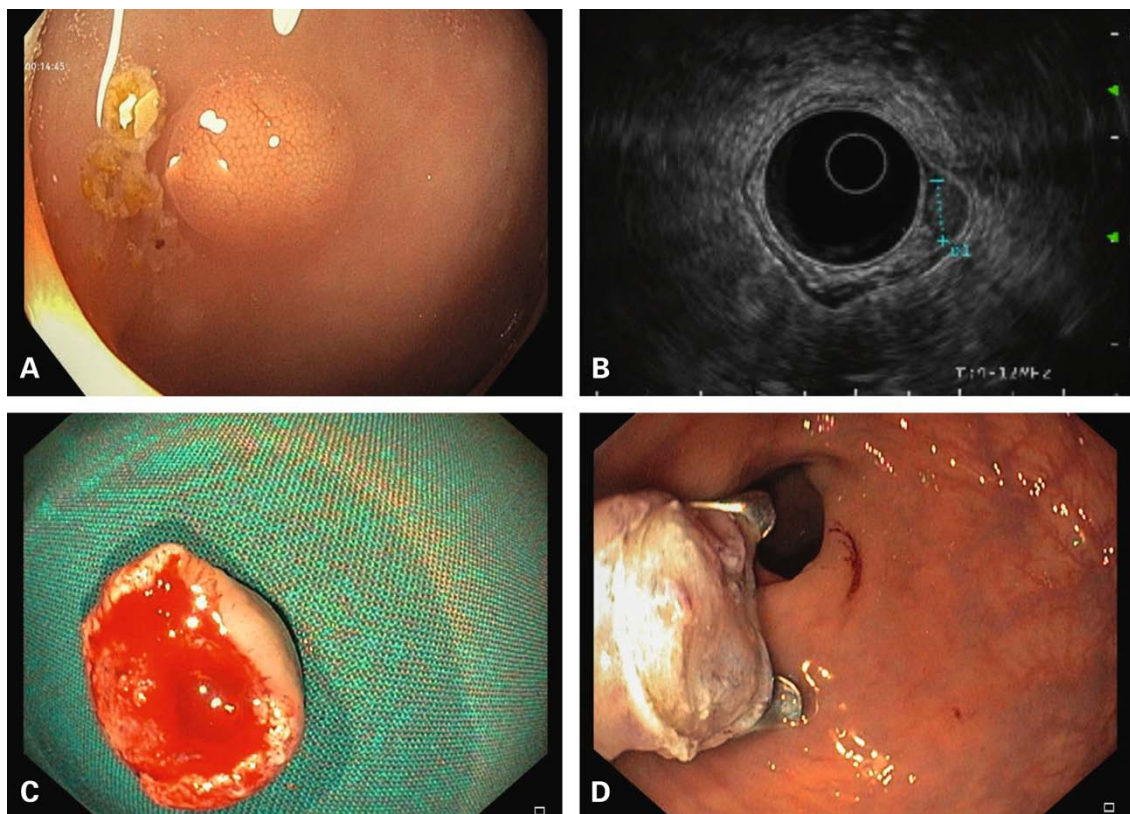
Petite TNE rectale (A), endosonographie (B), pièce opératoire après résection transpariétale (C), site de résection fermé (D).
